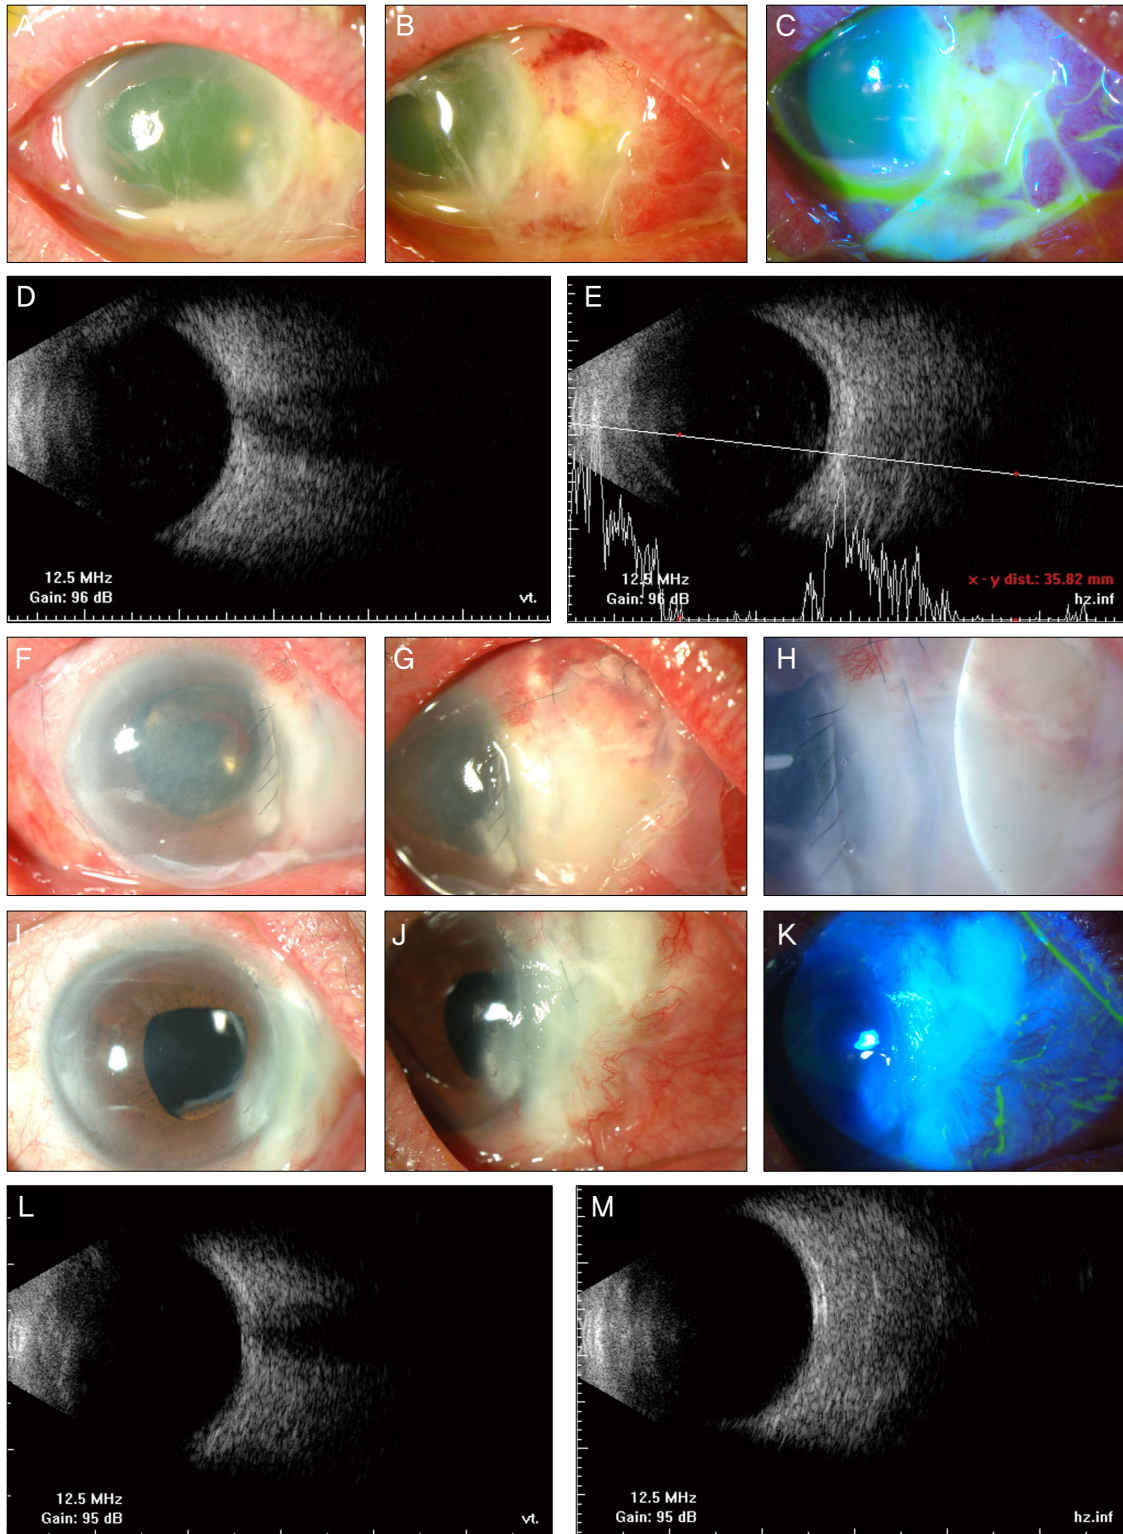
(A), (B), (C) The right eye at the first visit presented conjunctival injection, corneal edema, hypopyon, scleral edema, necrosis and thinning in nasal sclera, and epithelial defect in the nasal peripheral cornea. (D), (E) Ultrasonogram (B-scan) shows haziness in the vitreous and posterior sclera thickening at the first visit. (F), (G), (H) Amniotic membrane is intact in the necrotic nasal sclera 2 days after permanent amniotic membrane transplantation. White temporary amniotic membrane covered entire cornea and nasal conjunctiva. (I), (J), (K) At 74 days after treatment, conjunctival and scleral injection was nearly disappeared, and there is no epithelial defect in cornea and conjunctiva. (L), (M) Ultrasonogram (B-scan) shows a clear vitreous cavity and no posterior sclera thickening.
